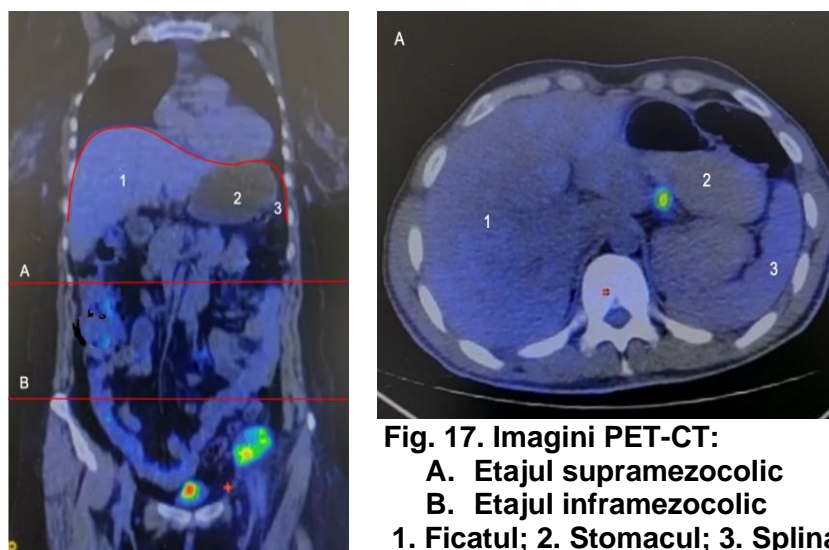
Imagini PET-CT:
